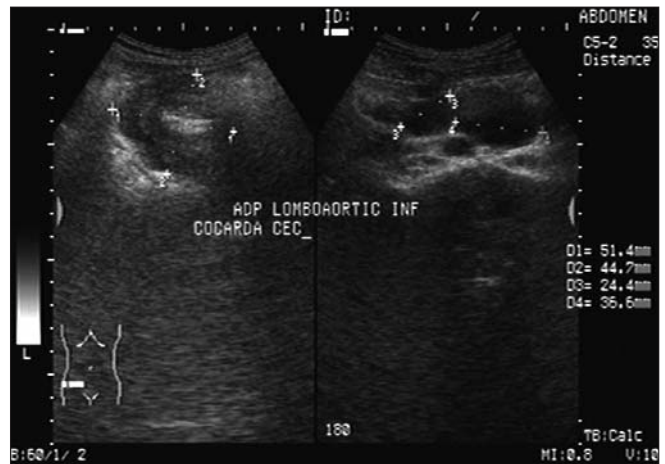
Ecografie abdominală: formațiune "în cocardă" la nivelul cecului și adenopatii lombo-aortice
